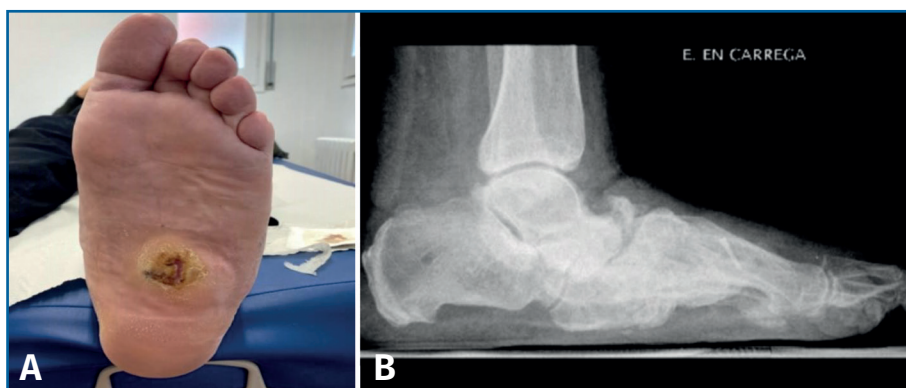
A: imagen clínica de recidiva de la úlcera plantar; B: radiografía lateral en carga que muestra deformidad en balancín con desestructuración del mediopié.
